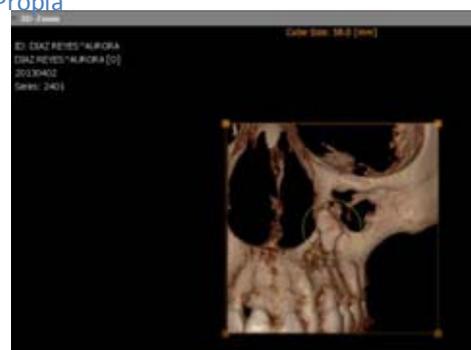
Cone Beam Fuente Propia
